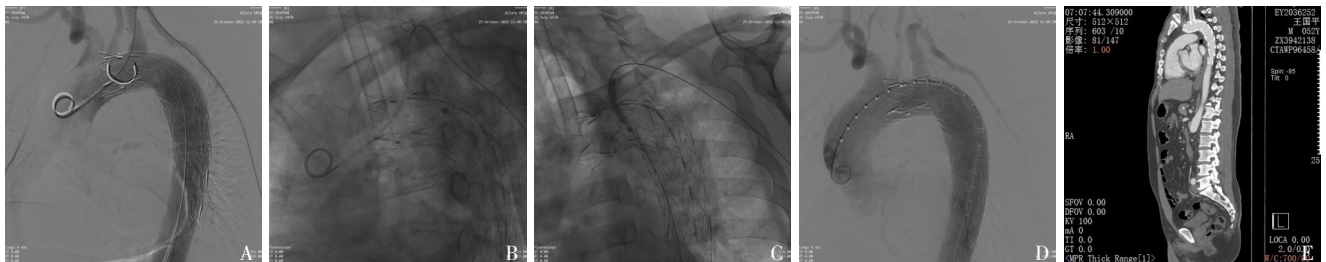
患者 3 影像资料 A: 主体支架释放后; B: 穿刺破膜, 跟进 V18 导丝; C: 左锁骨下球囊扩张; D: 术后造影; E: 术后复查 CTA
